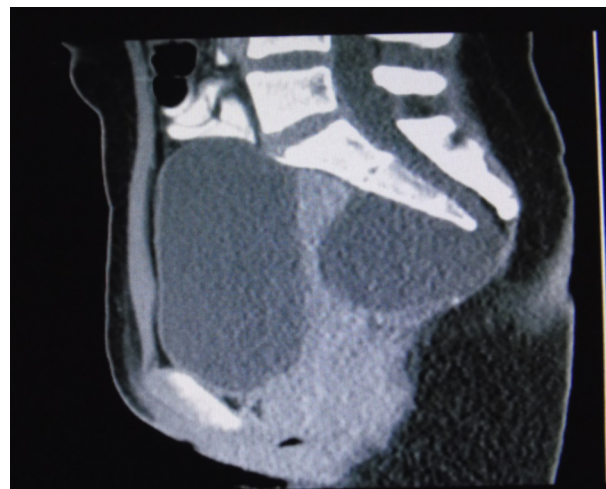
Imagen de resonancia magnética, corte sagital, en la que se observa gran masa quística sacra anterior que desplaza la ampolla rectal hacia anterior.
